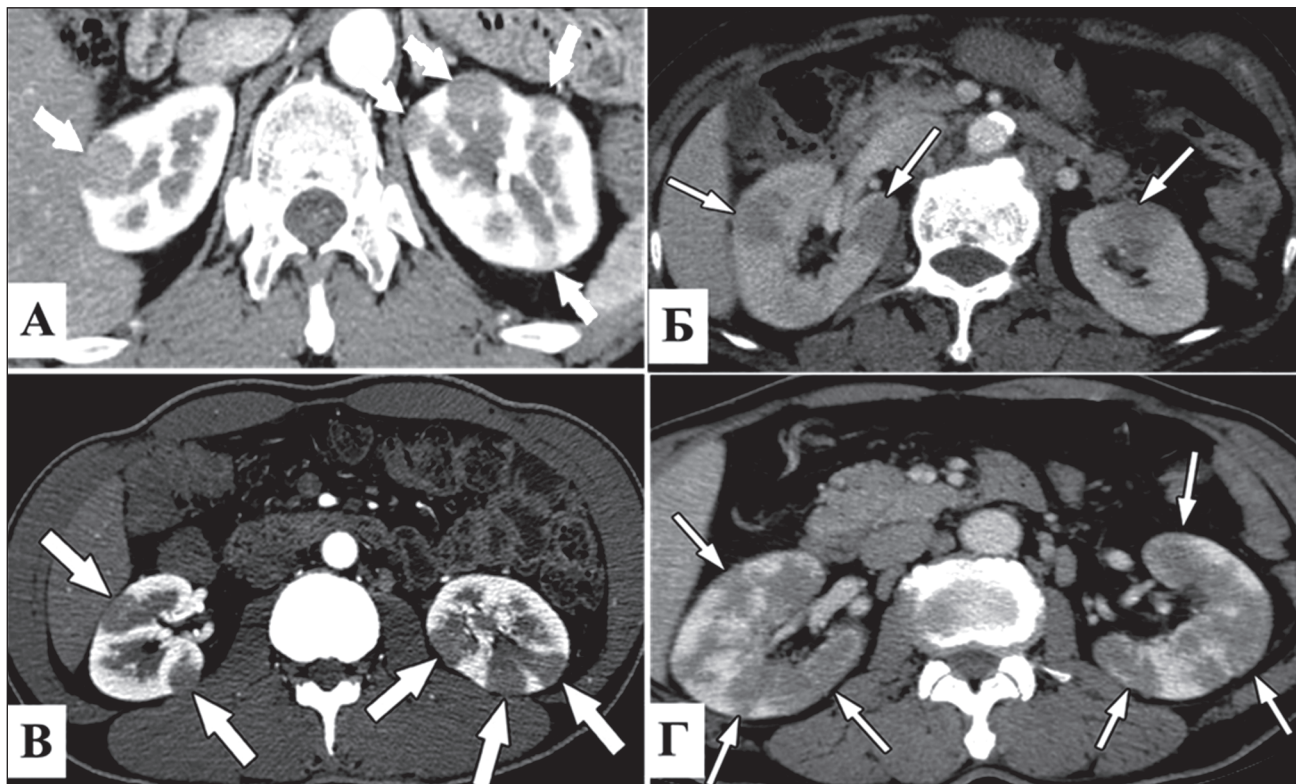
КТ-патерни вогнищ при IgG4-залежному ТІН: А — периферичні вузлики < 1 см у кірковому шарі; Б — чіткі або малочіткі округлі вогнища; В — клиноподібні вогнища; Г — дифузні неоднорідні вогнища [14]
